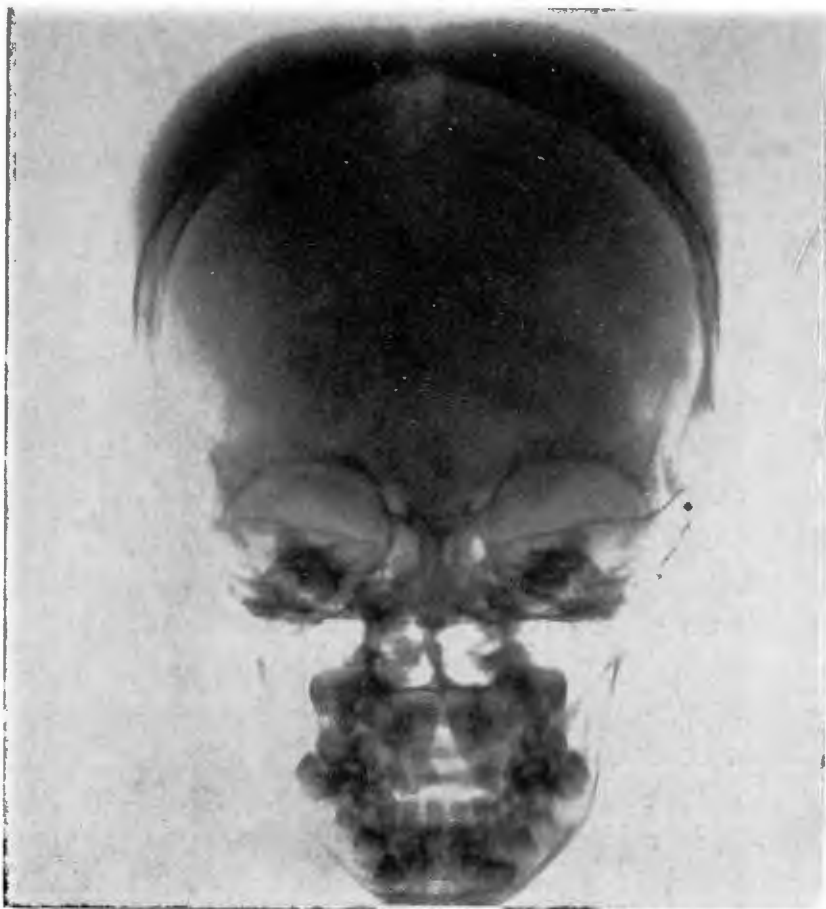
Radiografía frontal del cráneo, muy desarrollado el Diploe, persona con gran anemia.
